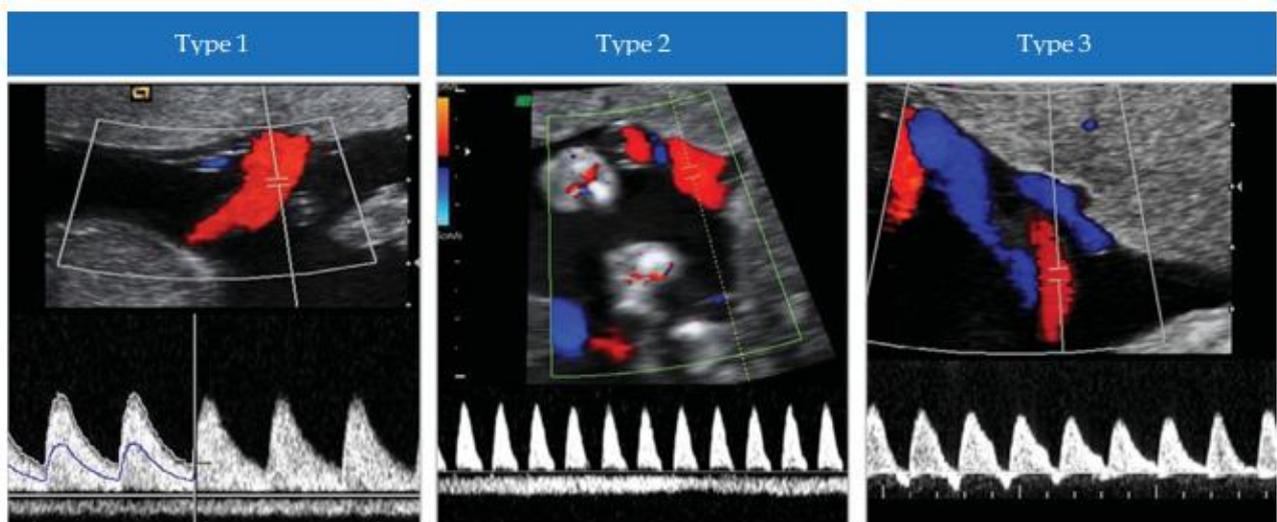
Classificazione dell'sFGR nelle gravidanze monocoriali. Nel tipo I le forma d'onda Doppler dell'arteria ombelicale presentano un flusso telediastolico anterogrado (positivo). Nel tipo II è osservabile una assenza completa della velocità telediastolica oppure una sua inversione (AREDF absent or reversed end-diastolic flow). Il tipo III è una AREDF ciclica o intermittente.
